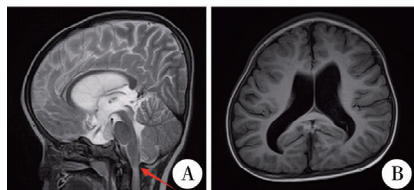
软骨发育不全合并脑积水患儿 A 头颅 MRI 及下肢胫腓骨 X 线平片
